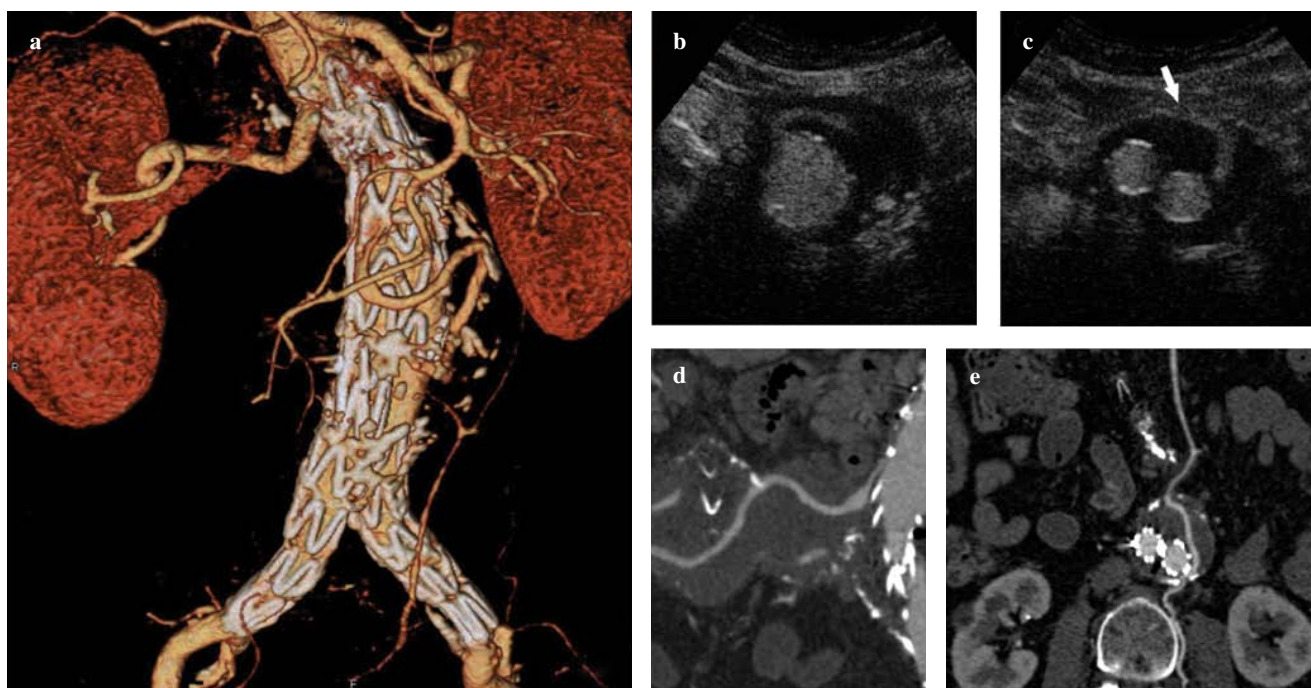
Case of mixed type-3 and type-2 endoleak. Selected images from the contrast-enhanced ultrasound examination at the level of the main body (b) and iliac branches (c) show complex leaks: type 3, from the overlapping between a proximal cuff and the main body (white arrow), and type 2 from the mesenteric artery (white arrow) act as inflow vessels, whereas the lumbar arteries act as outflow vessels. Computed tomography angiography reconstruction images depict the presence of endoleaks [volume-rendered 3D reconstruction (a)] and the connection between the vessels [freehand curved plane reconstruction (d,e)], without information about real-flow angiodynamics.
